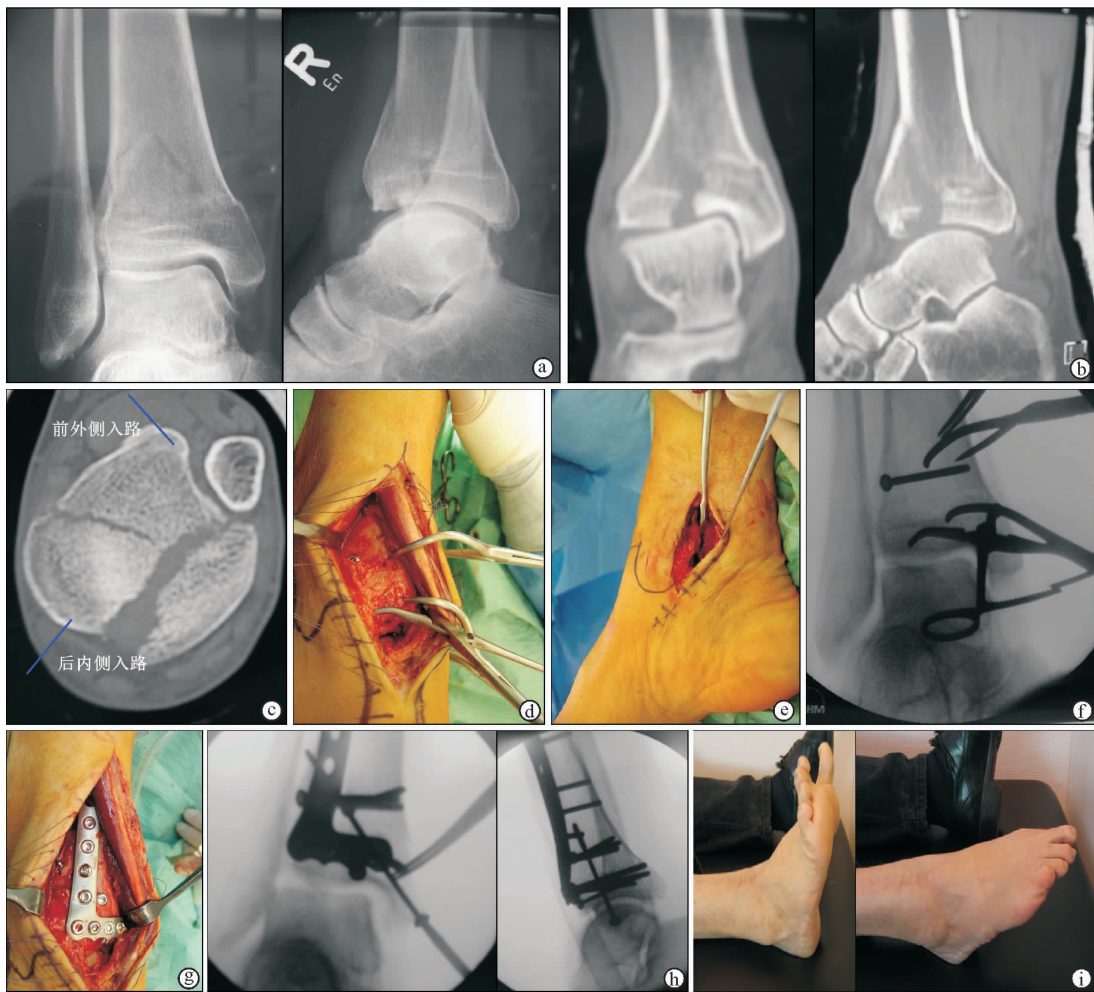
一期手术治疗 C1 型 Pilon 骨折 a. 术前正侧位 X 线片 b. 冠状位及矢状位 CT 检查显示骨折线 c. 横截面 CT 检查显示需要分别通过前外侧入路和内侧入路暴露骨块 d. 术中图片,经前外侧入路显露胫骨远端前侧 e. 术中图片,经后内侧入路显露胫骨远端后侧 f. 术中透视显示复位情况和首枚拉力螺钉固定 g. 术中图片显示前侧钢板固定 h. 术中正侧位透视显示经内踝长螺钉加强固定内侧骨块 i. 术后 8 年随访显示踝关节伸屈功能及活动范围
